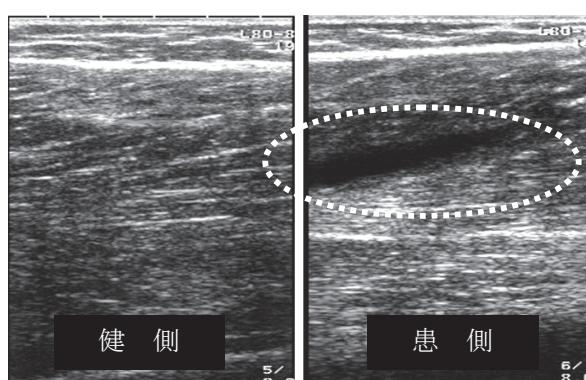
被験者の大腿部後面の超音波画像（長軸像）
